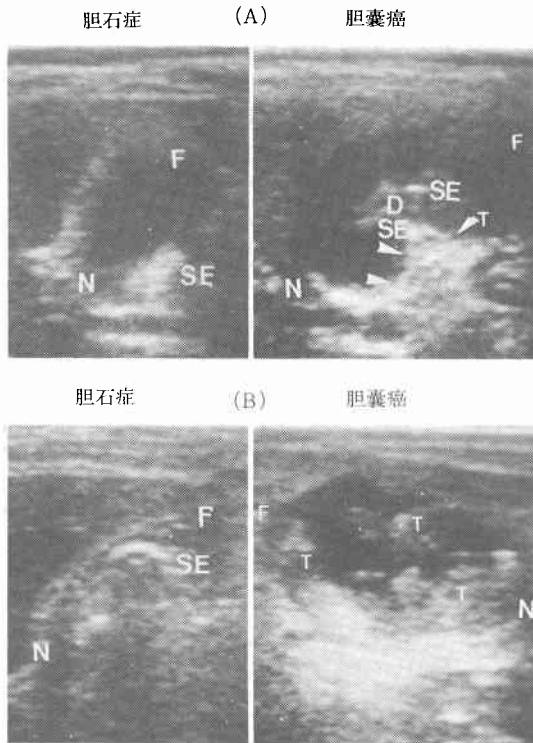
高輝度結節型およびびまん性腫瘍型を示した胆石症と胆嚢癌の超音波像
